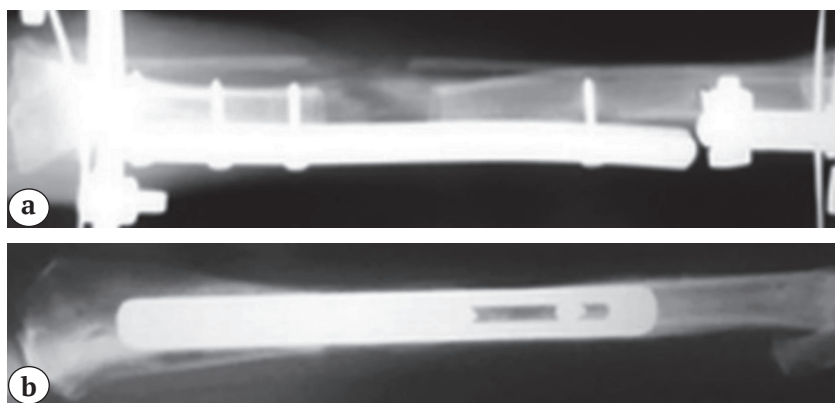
Рентгенограммы костей голени на 30-е сутки фиксации. Тип регенерата — нормопластический, периостальная реакция выражена слабо: а — прямая проекция; б — боковая проекция
